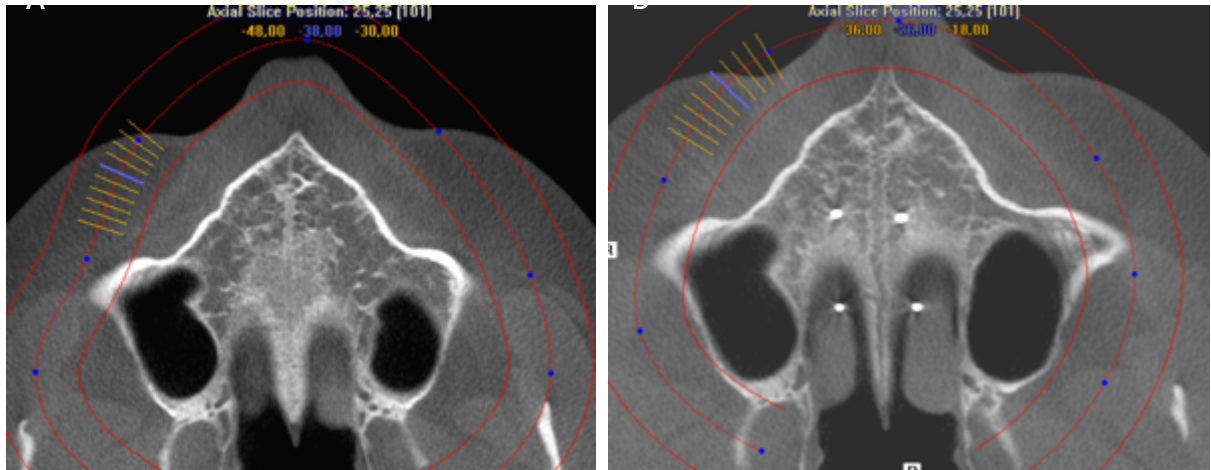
A) Corte axial CBCT de diciembre de 2019 (previo a la expansión).
